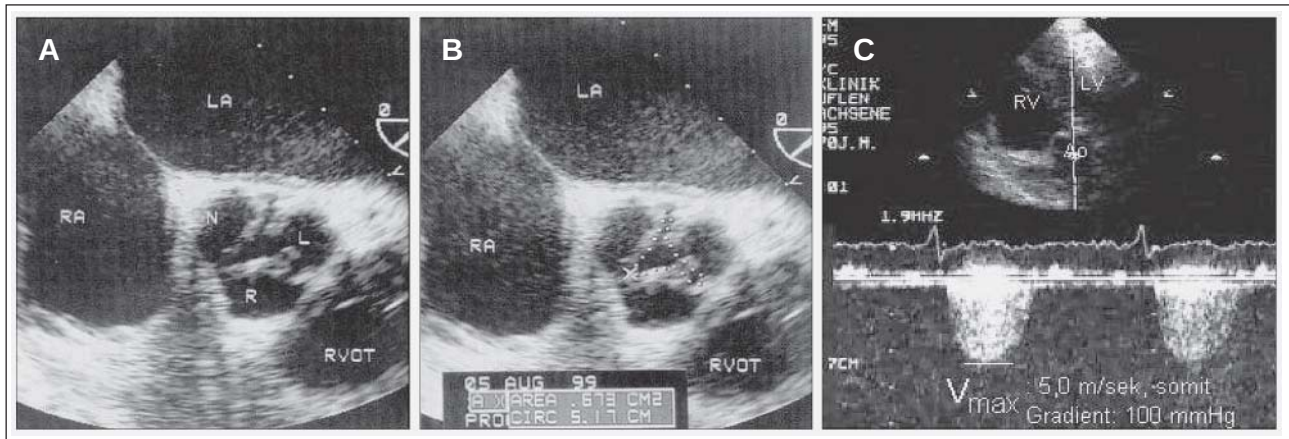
Echokardiographische Untersuchung einer Aortenklappenstenose (A, B: 2-D-Echokardiographie; C: Spektral-Doppler-Echokardiographie)
